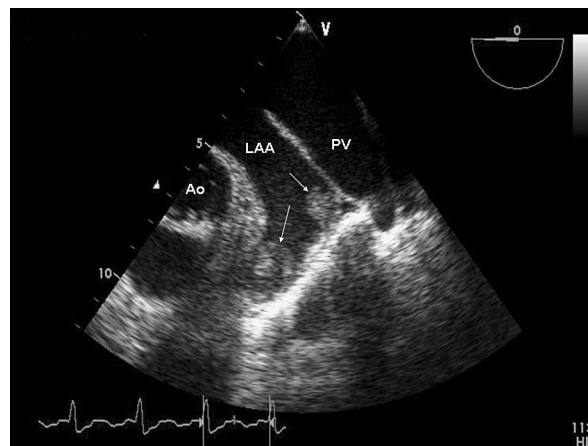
Echokardiografia przezprzełykowa. Zorganizowana, nieruchoma skrzeplina w uszku lewego przedsionka (strzałka). Widoczny spontaniczny kontrast w lewym przedsionku
